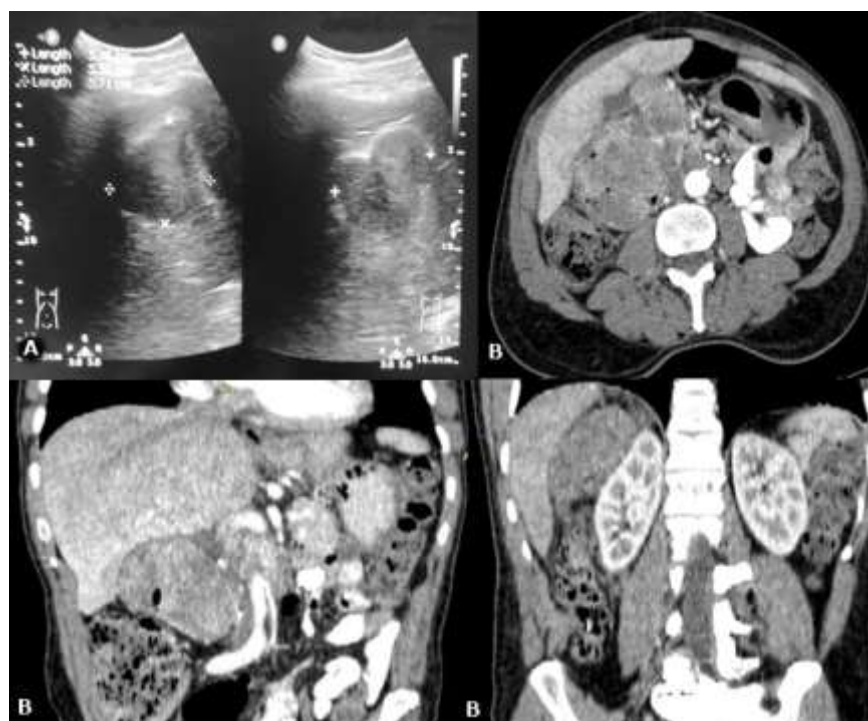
A: ultrasonido abdominal. B: tomografía de abdomen simple y contrastado, corte coronal y axial.
